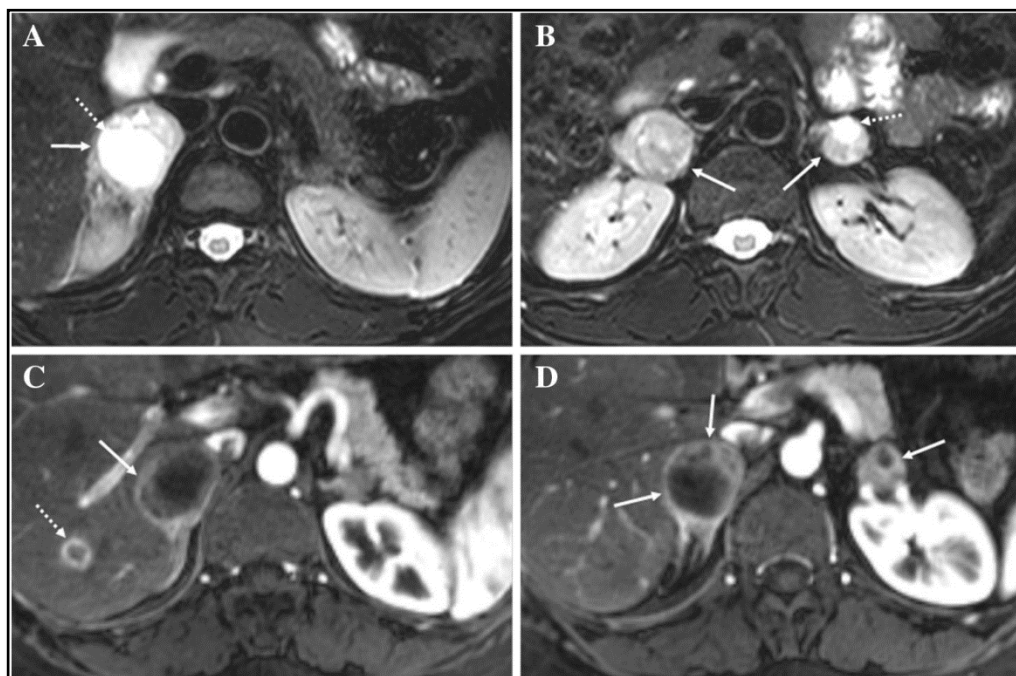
IRM d'un phéochromocytome bilatéral [41].
